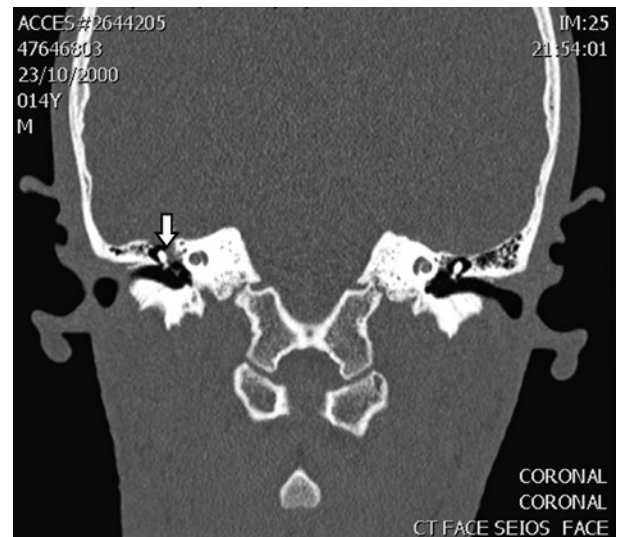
Corte coronal de tomografia computadorizada de ossos temporais demonstrando hemangioma (seta branca) de nervo facial à direita
